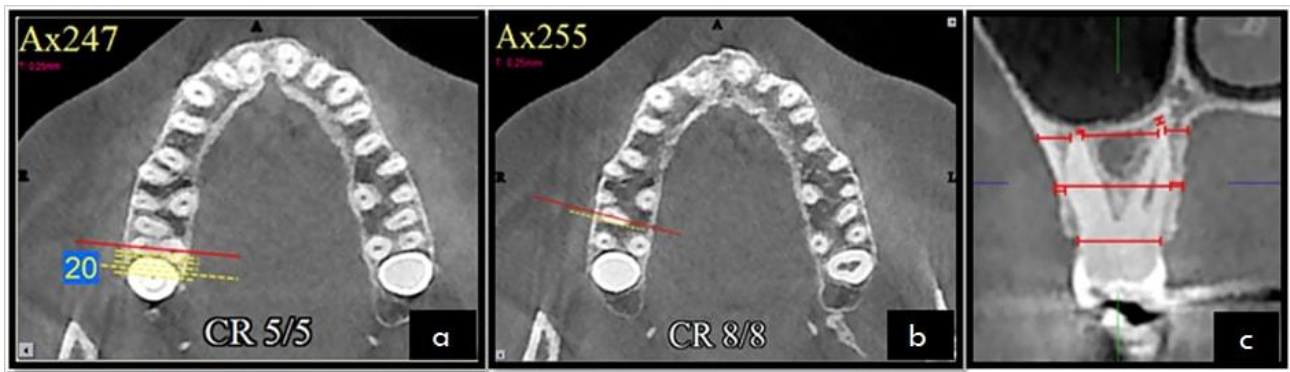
Mesiodistally center line of distobuccally and palatal root of right maxillary second molar on axial CBCT section. b) Center line of mesiobuccally root of right maxillary second molar on axial CBCT section. c) Display of linear measurements made on molar tooth on cross-section CBCT image.
